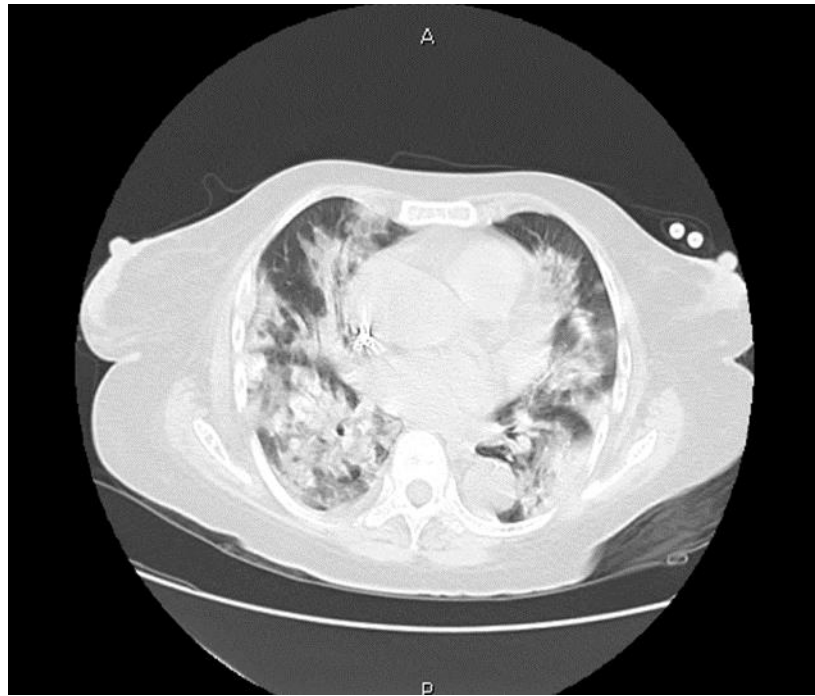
Radiografía y TAC de tórax de caso 4.
